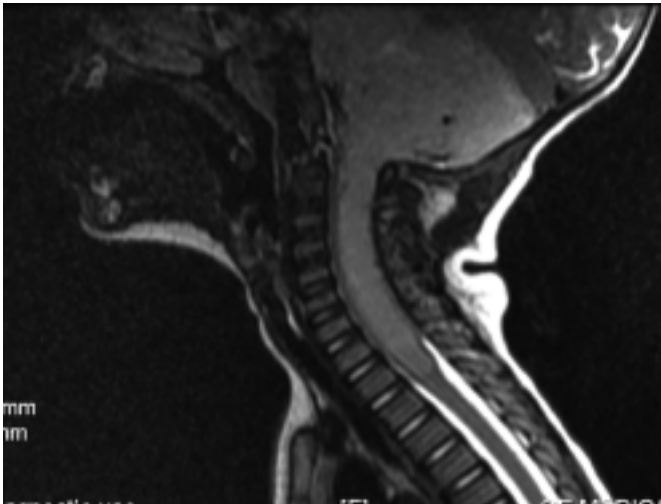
IRM sagital T2 febrero 2009 que muestra la extensión de la lesión hasta el 20. segmento medular espinal torácico, aumento del diámetro de la misma y obliteración de el espacio subaracnoideo.
